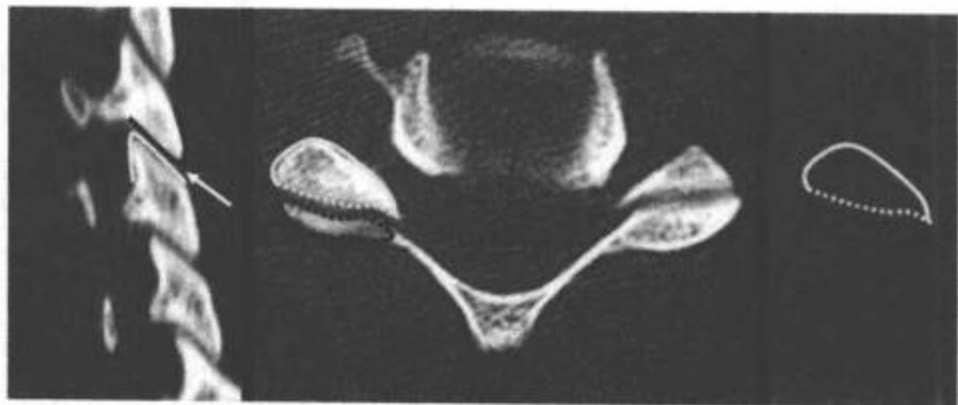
正常的骨突(小关节面,小关节面的,小关节面间的)关节。A: 右侧旁矢状CT多平面重组图像。椎小关节(白箭)是下位椎(黄线)的上关节突(前)与上位椎(黑线)的下关节突之间的间隙。骨突关节正常向尾侧成角约35°。B: CT横断面图像。C: 正常右侧椎小关节的图解。在椎小关节面的部位,下位椎的上关节面(前)前部呈圆形(黄线),后部平直(间断黄线);而上位椎的下关节面(后)正好相反,在关节面部位,前部平直(间断黑线),后部呈圆形(黑线)。关节正常时,平直的面相对。正常的椎小关节在CT横断面图像上是有方向性的,类似“汉堡包”的侧面。(见彩图5-25)
